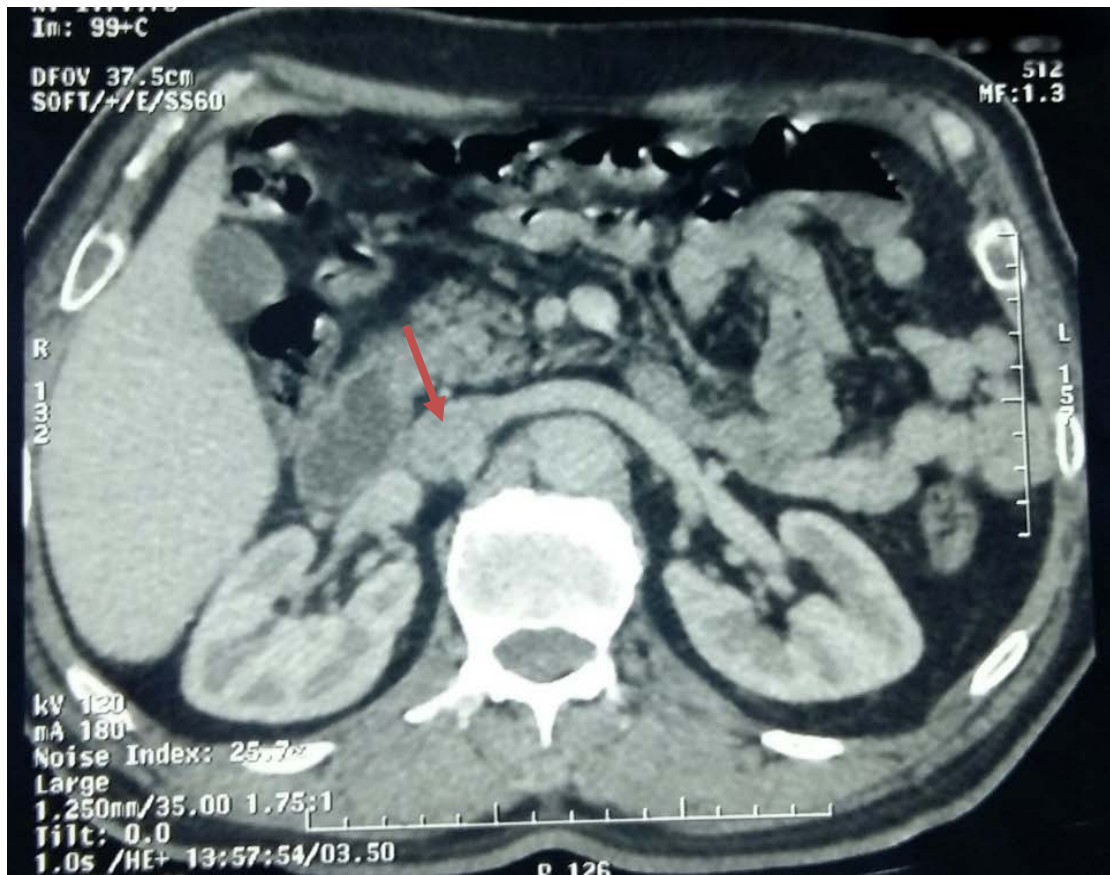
TDM abdominale en coupe axiale objectivant un thrombus de la VCI (flèche).
